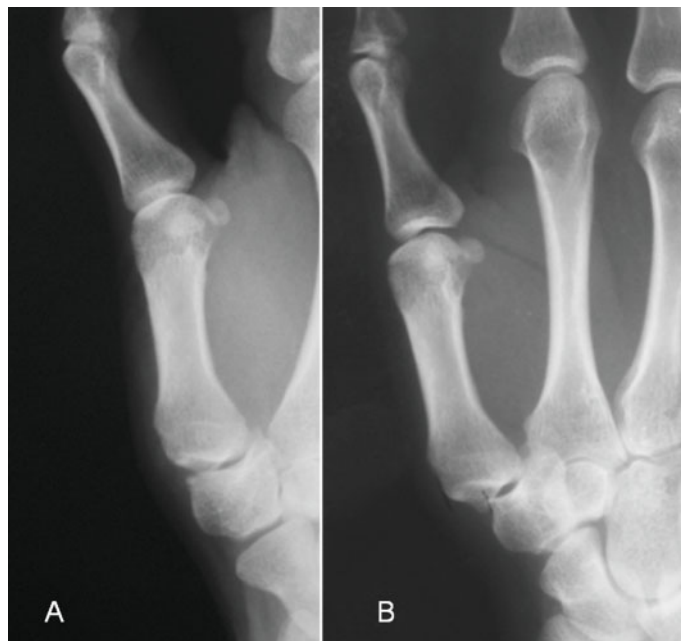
Radiografias em incidência ântero-posterior e perfil demonstrando rizartrose grau II de Eaton (com subluxação entre o trapézio e o primeiro metacarpo) de uma paciente de 42 anos de idade.
